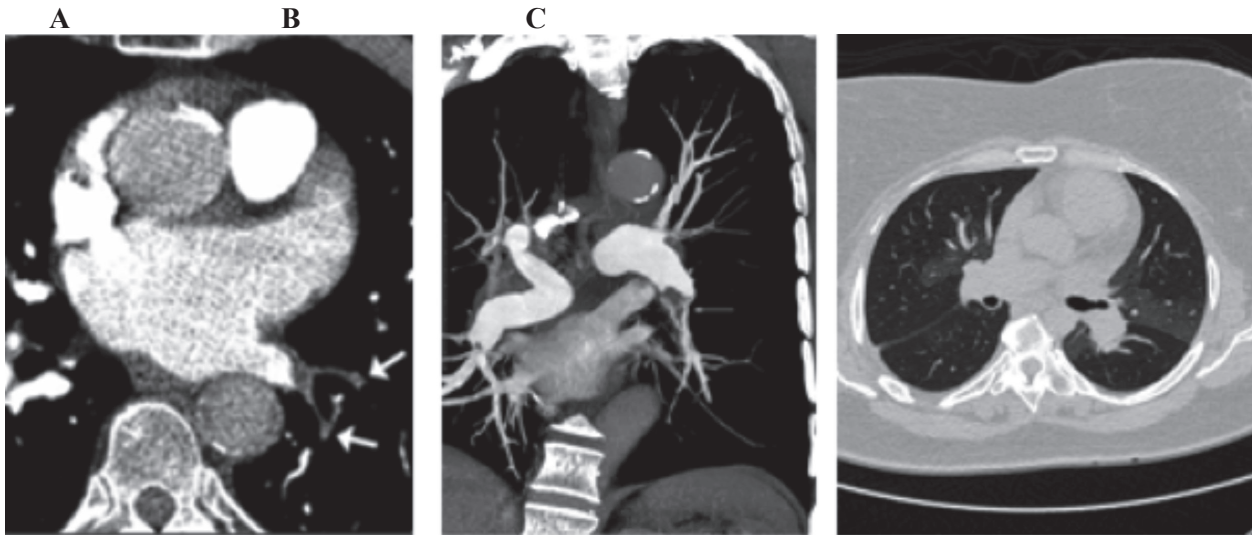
Angiotomografía pulmonar: se observan trombos crónicos incorporados a la pared del vaso arterial (flechas blancas en A-B) y parénquima con patrón en mosaico (C).
